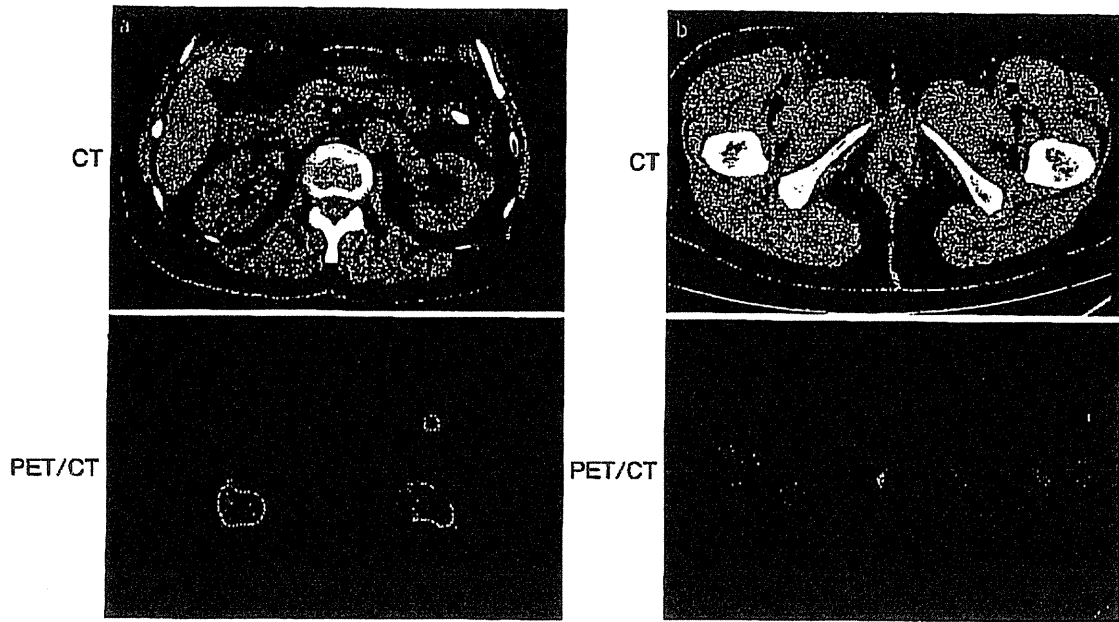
大腸がん術後再発に対する PET/CT 診断
